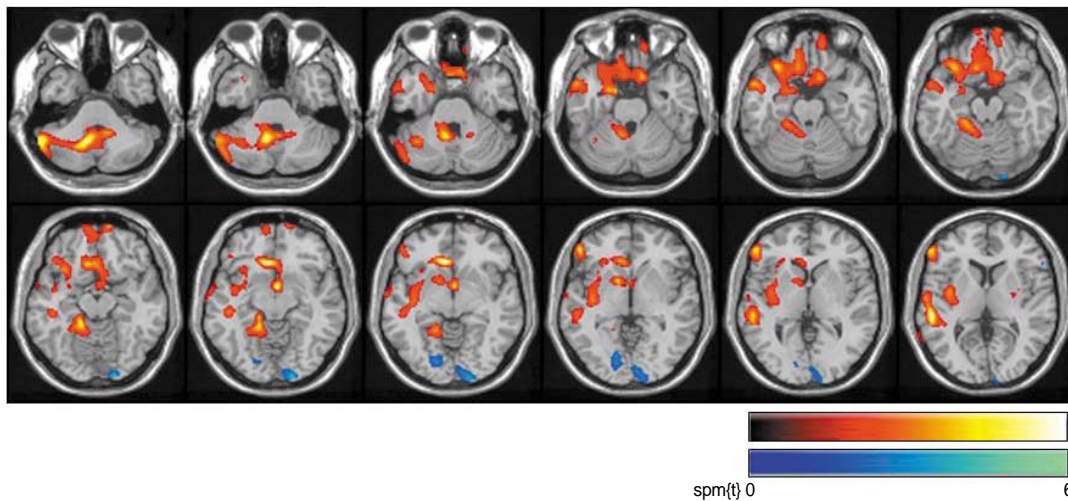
Brain regions showing significant differences in regional cerebral perfusion between acute and recovery phases. Significant voxels ($p < 0.05$, uncorrected, cluster $k > 100$) of statistical T-maps were superimposed on the standard MRI template specially normalized to the Montreal Neurological Institute space. Color bar presents the T-scores. The transaxial planes are cut from 38 mm below the bicommissural plane at 4 mm intervals. In patients in acute phase, the hypoperfusion in the bilateral occipital cortex in early phase was indicated (in blue). In patients during recovery phase, the hypoperfusion in the temporal and frontal areas as well as cerebellum was demonstrated in red.
